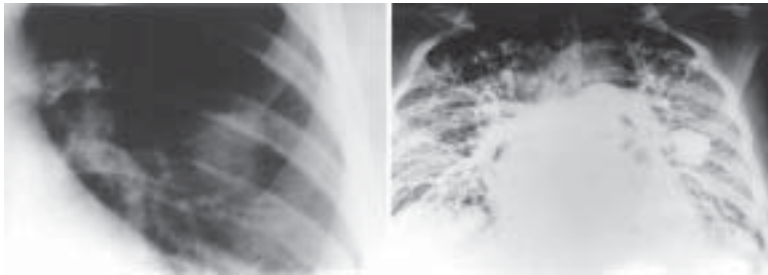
Radiografia de tórax (à esquerda) mostra imagem de contorno irregular, porém preciso, no terço médio do pulmão esquerdo. A arteriografia pulmonar (à direita) esclarece, em definitivo, a origem da tumoração. Diagnóstico: fístula artério-venosa.
